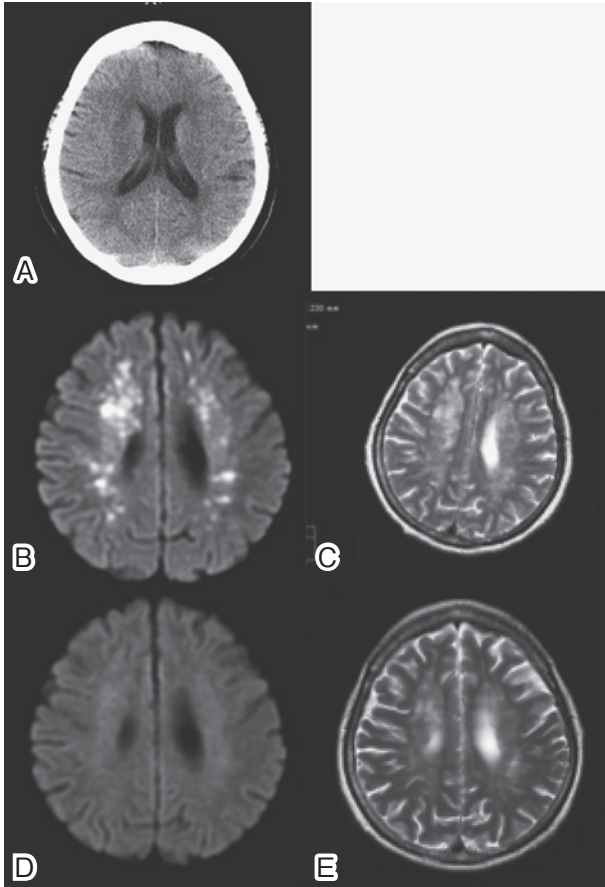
Brain CT and MRI of case 1.
